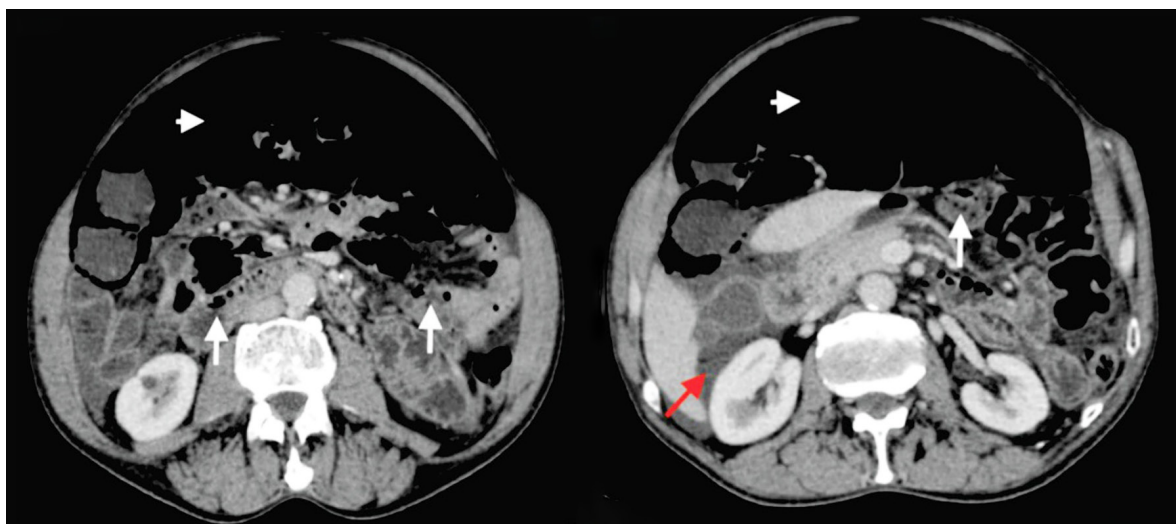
Tomografía computarizada de abdomen donde se observa neumoperitoneo (cabeza de flecha), múltiples imágenes redondeadas localizadas en la pared del intestino delgado con densidad de aire (flechas blancas) y líquido libre intraabdominal (flecha roja). Fuente: historia clínica del paciente.
